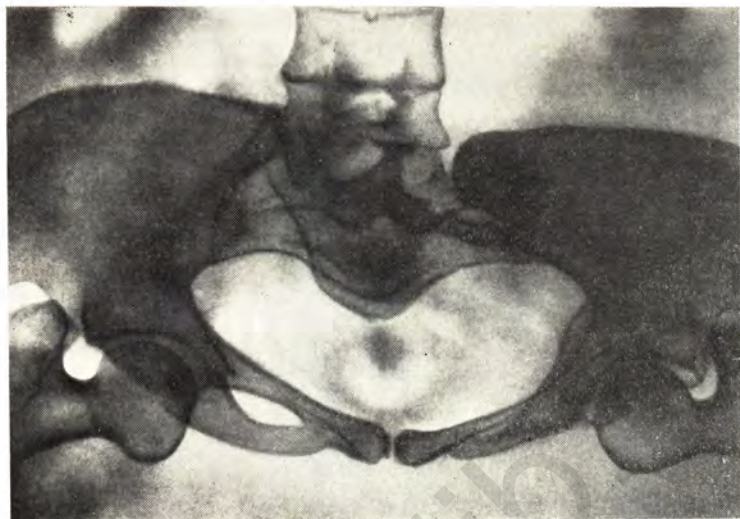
Рентгенограмма входа в таз. Плоскоррахитический таз. Поперечный размер больше прямого на 7 см. Промонториум значительно выступает в полость таза.
